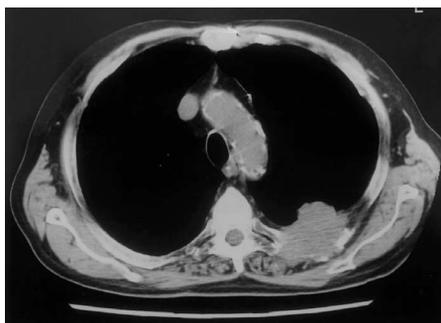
TAC (tomografía axial computarizada) torácica que confirma la existencia de las masas y la afectación costal.
